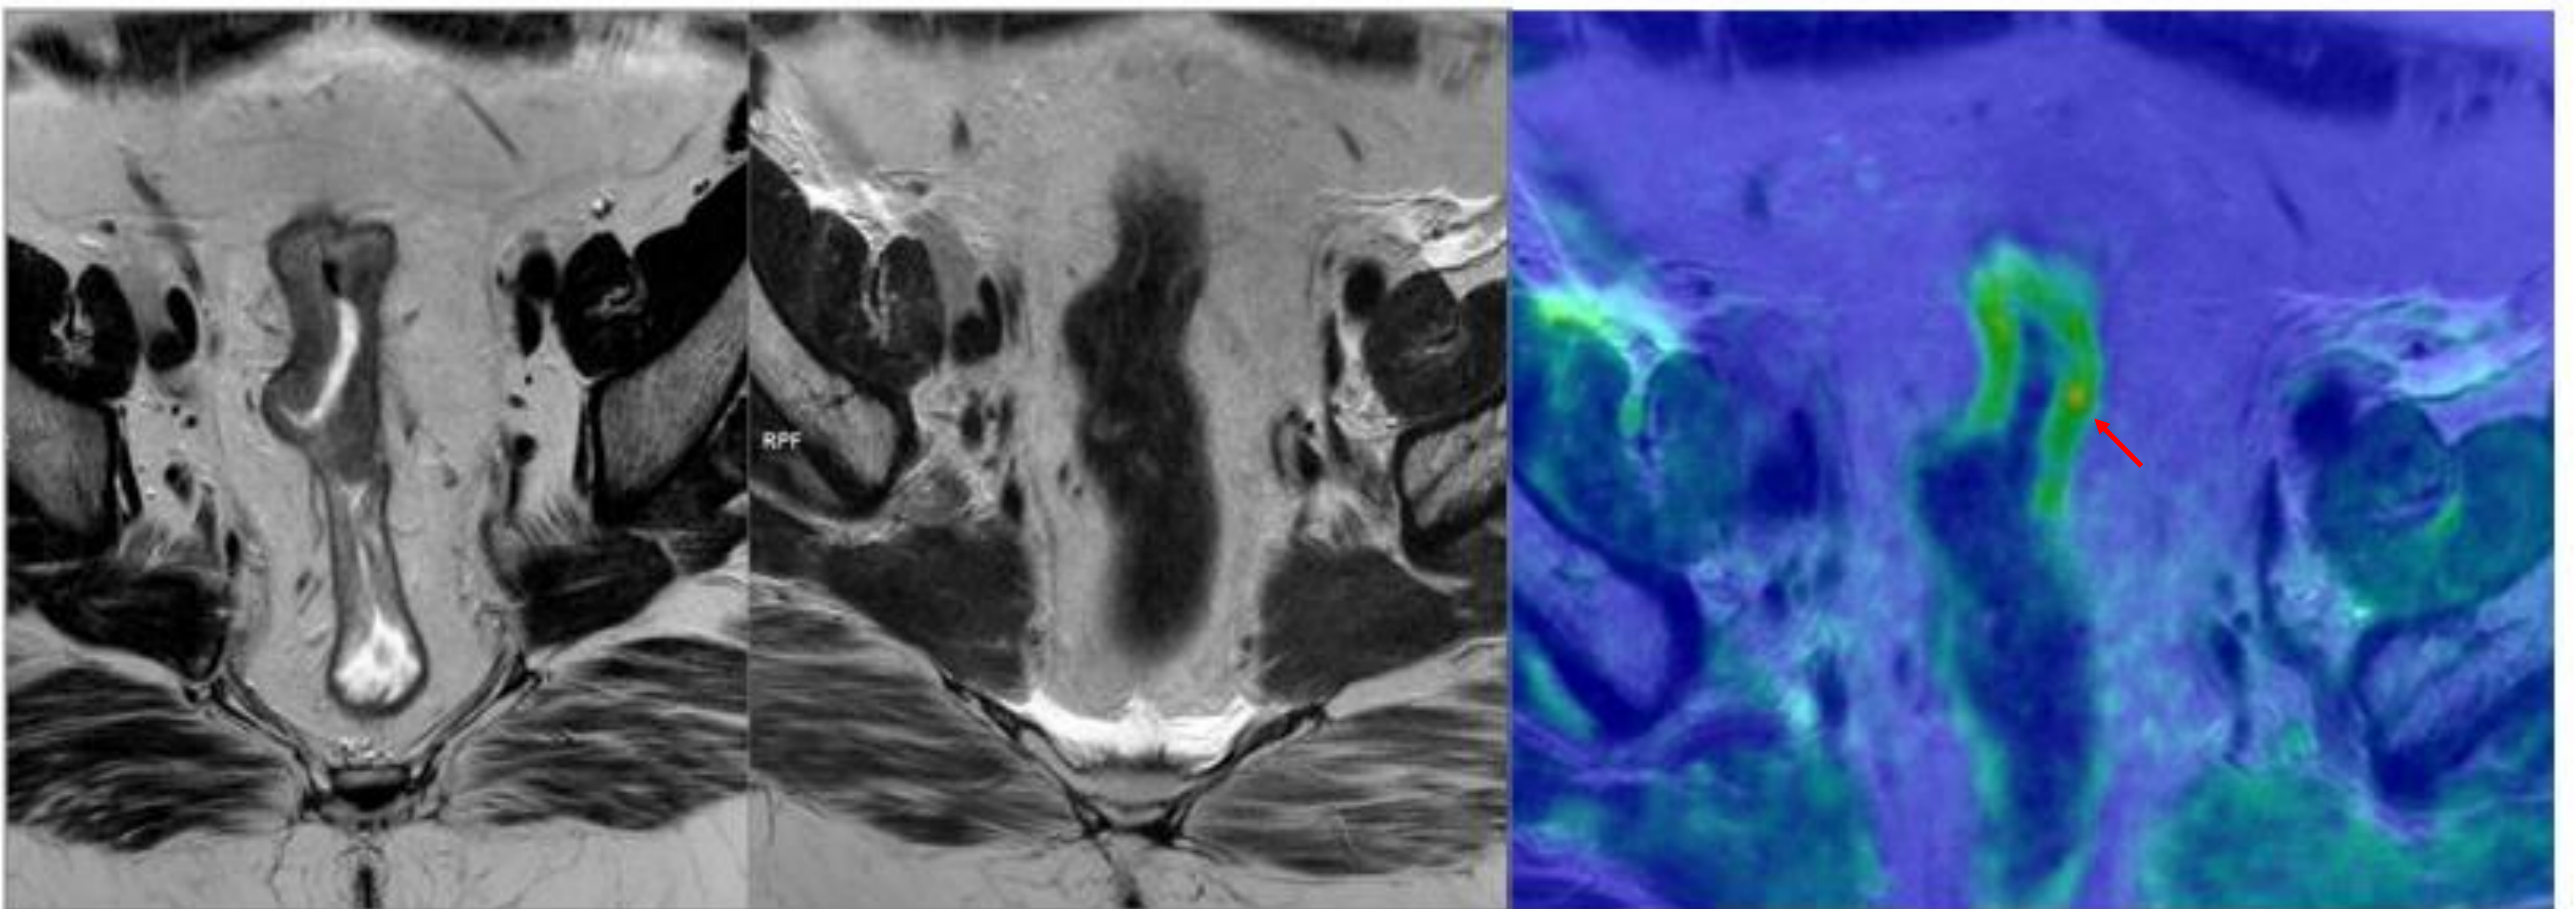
En orden de izquierda a derecha: T2 coronal previa al tratamiento (tumor circunferencial de recto superior T3N1b) T2 coronal en RM final y fusión T2-DWI tras tratamiento (ypT0N0).
